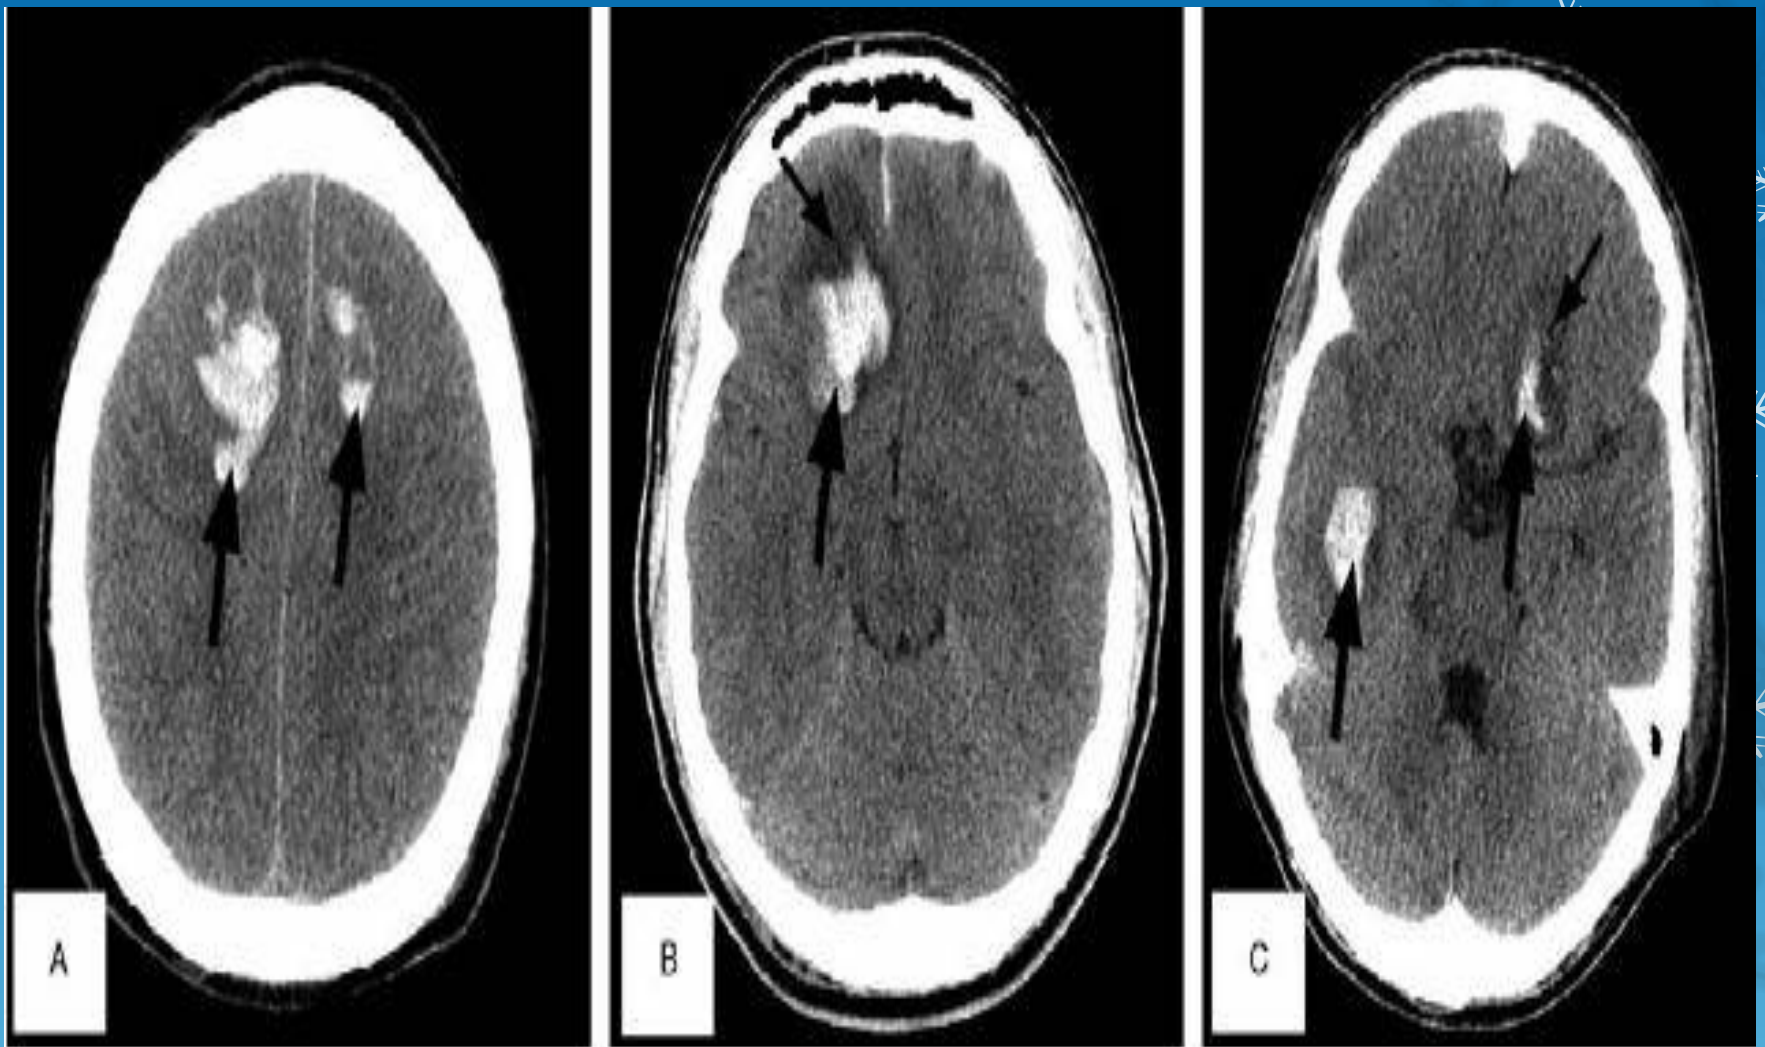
Intraparenchymal hemorrhages. (A) CT scan revealing large bilateral intraparenchymal hemorrhages. (B) CT scan of a patient with a large right intraparenchymal hemorrhage (large arrow) with surrounding penumbra of ischemic brain tissue (small arrow). (C) CT scan with two intraparenchymal hemorrhages in the right temporal and left frontal areas (large arrows), the frontal hemorrhage is surrounded by edematous brain tissue (small arrow).
